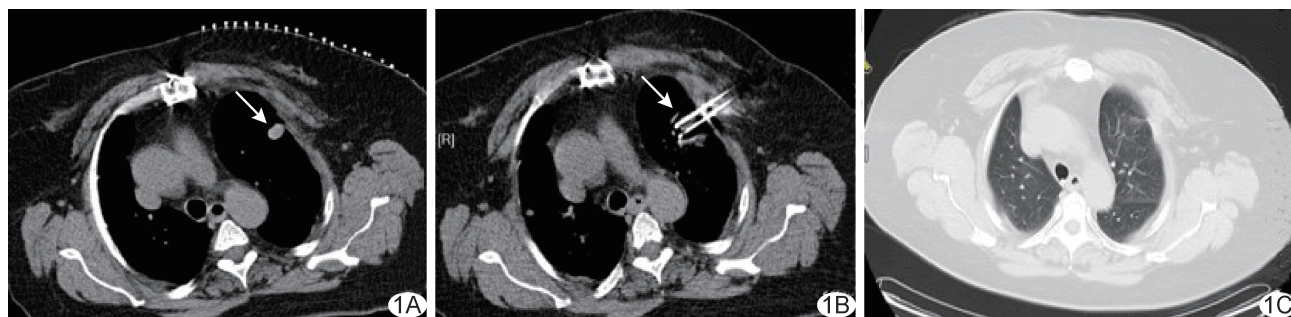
患者女,58 岁,左侧大腿恶性纤维组织细胞瘤伴肺转移 A. 治疗前胸部轴位 CT 纵隔窗示左肺上叶转移癌(箭);B. 于 CT 引导下经皮穿刺氩氦刀冷冻消融(箭示探针);C. 治疗后 1 年复查 CT 见病灶消失
